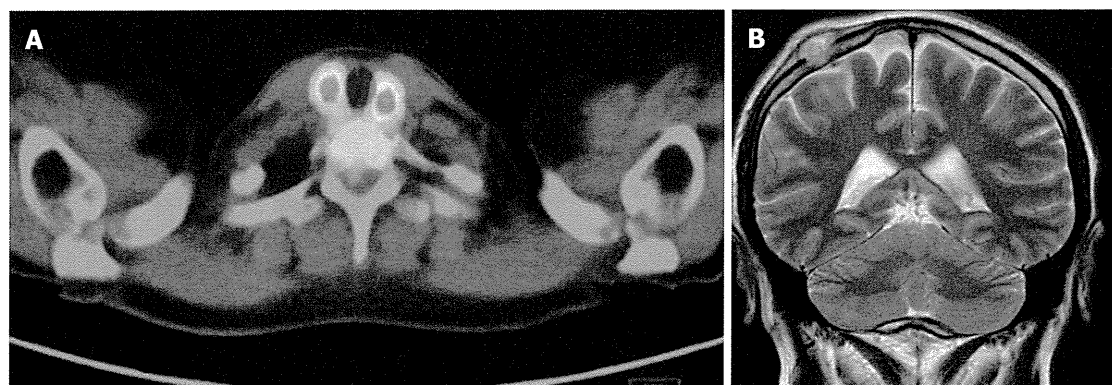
langerhans cell histiocytosis thyroid (A) and skull (B) lesions. A: Positron emission tomography scan shows hot spots (SUVmax = 7.0) at both lobes of thyroid; B: Magnetic resonance imaging (T2W2) shows a mass at the right parietal region.
